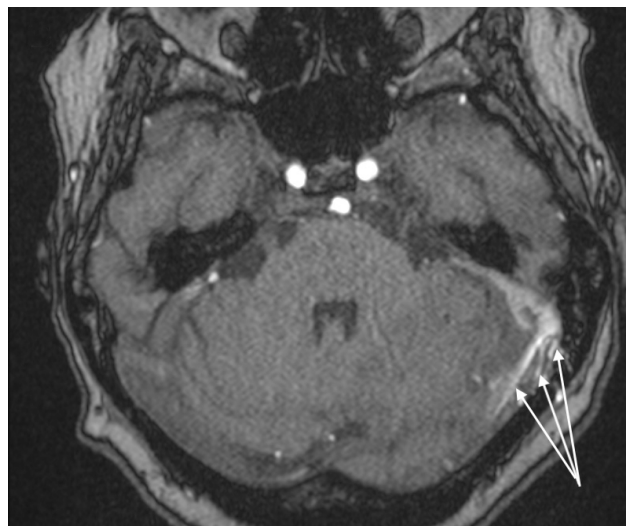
МРТ головного мозга, сосудистый режим. Стрелками отмечена фистула поперечного и сигмовидного синусов
